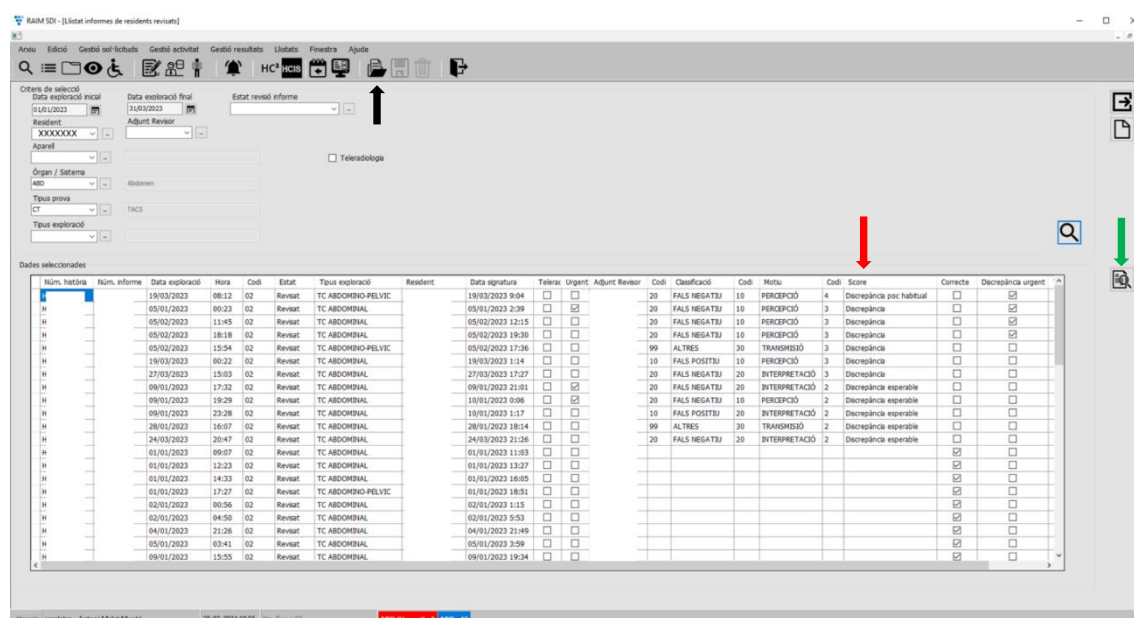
Es defineixen els paràmetres de la consulta, en aquest cas les revisions d'informes de TC d'abdomen del 01/01/2023 al 31/05/2023, que correspon a la durada d'un període de rotació per l'àrea d'abdomen. Si l'usuari és un MEF, el camp "Resident" està predefinit i únicament pot consultar les seves dades.
